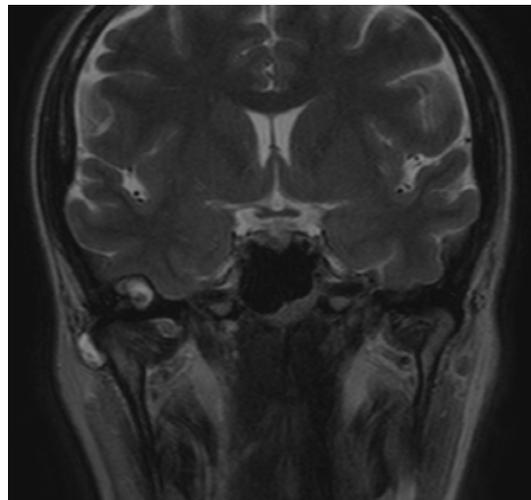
Imágenes de RMN donde se observa una tumoración que rodea al cóndilo mandibular derecho junto a una segunda lesión intraósea a nivel de la eminencia temporal derecha que produce abombamiento de la cortical ósea del suelo de la fosa craneal media. También se observa derrame articular y distensión de la cápsula articular.
